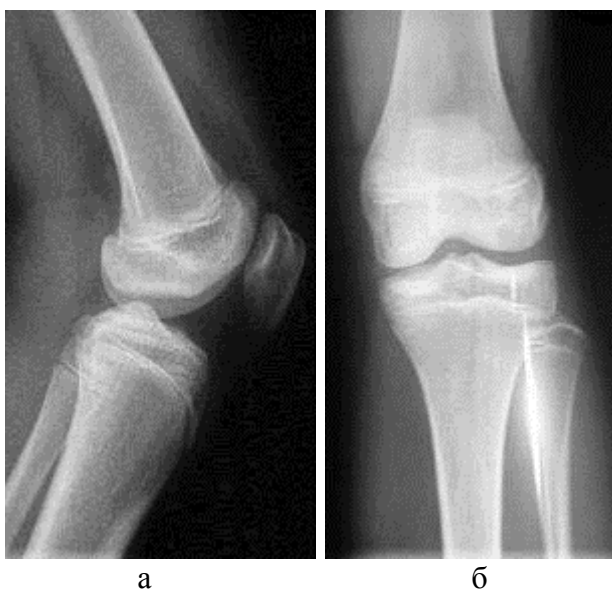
Рентгенограммы коленного сустава до операции (а – боковая проекция, б – прямая проекция).
